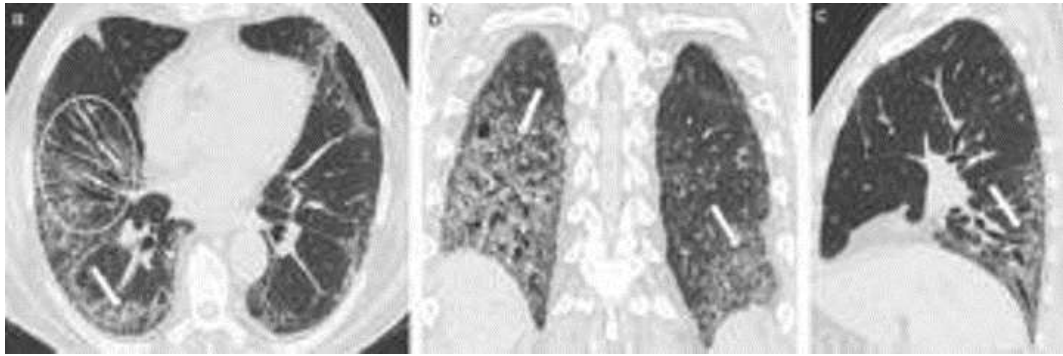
Tomografía de tórax: corte a) axial, b) coronal y c) sagital [2].
